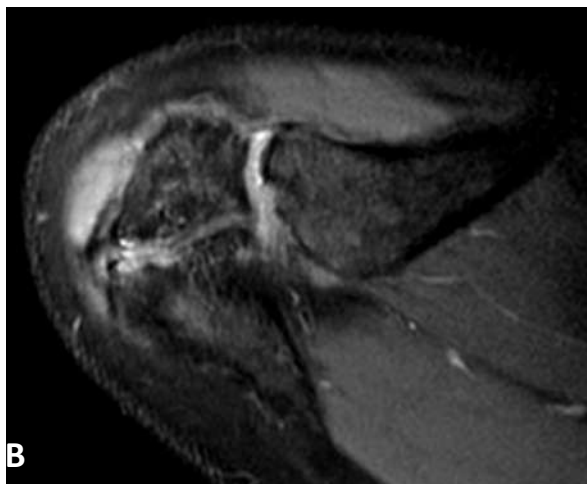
Rx de hombro (A) donde se observa un acromion no fusionado. (B) La imagen de RM T2 axial muestra edema, irregularidad y pequeños quistes subcondrales como signos de inestabilidad de un os acromiale no fusionado.
